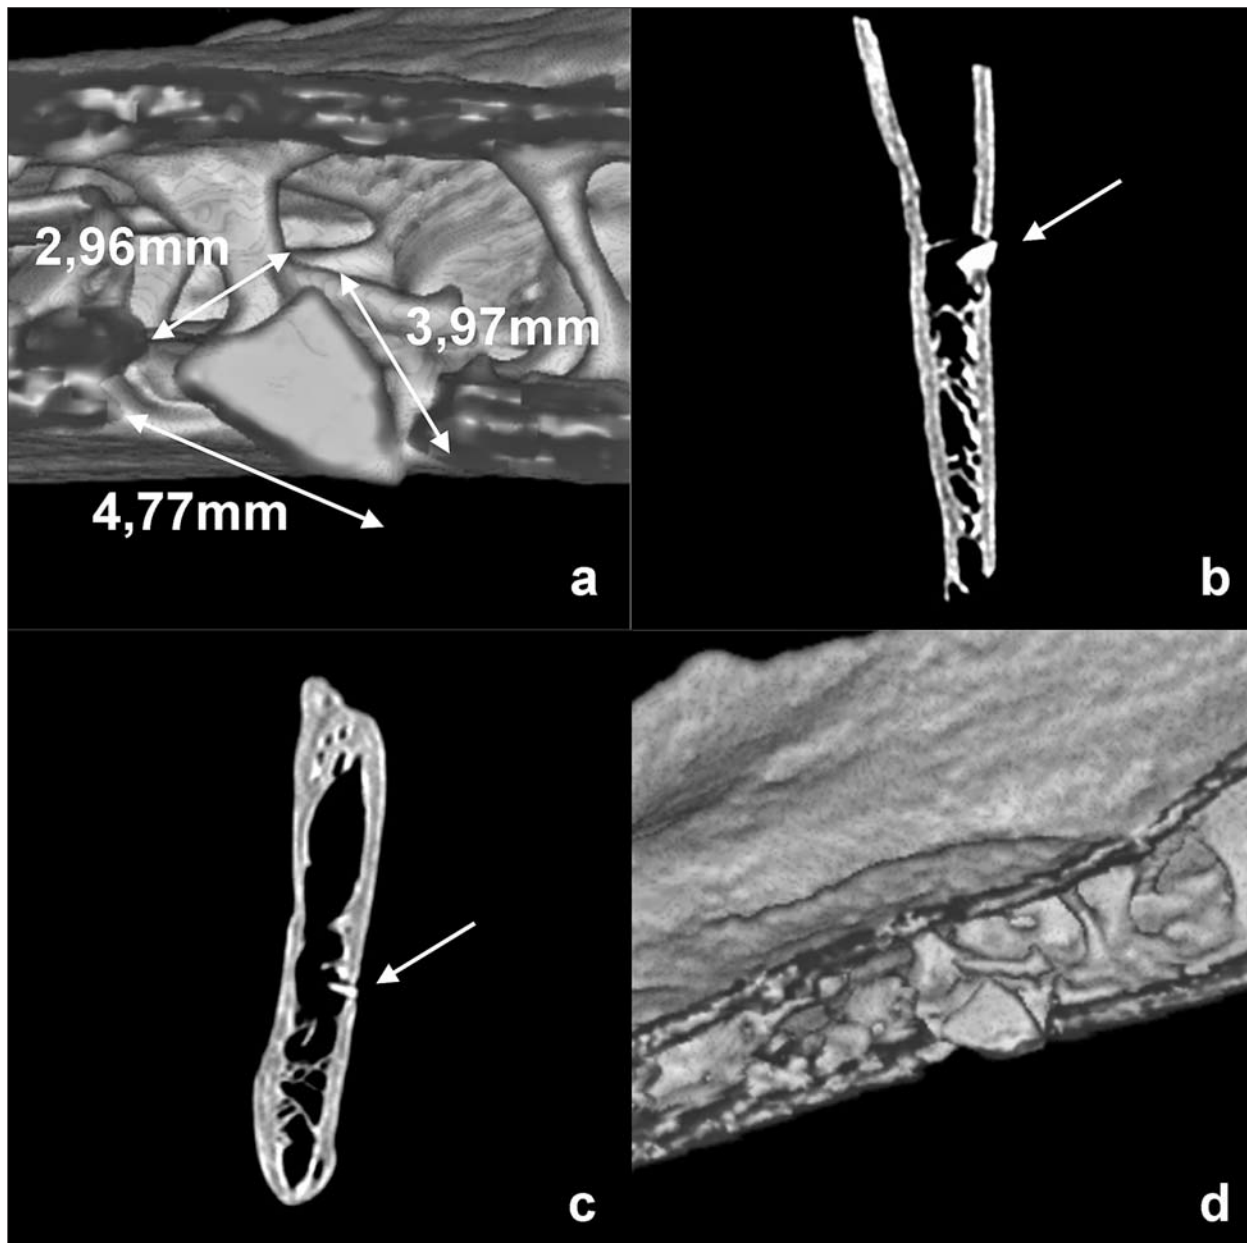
Kesslerloch bei Thayngen, CT-Scans des Rentierunterkiefers in verschiedenen Schnittebenen: a-b. d Ansicht in dorsaler Blickrichtung. – c Ansicht in aboraler Blickrichtung. – (Photo H. Napierala).
